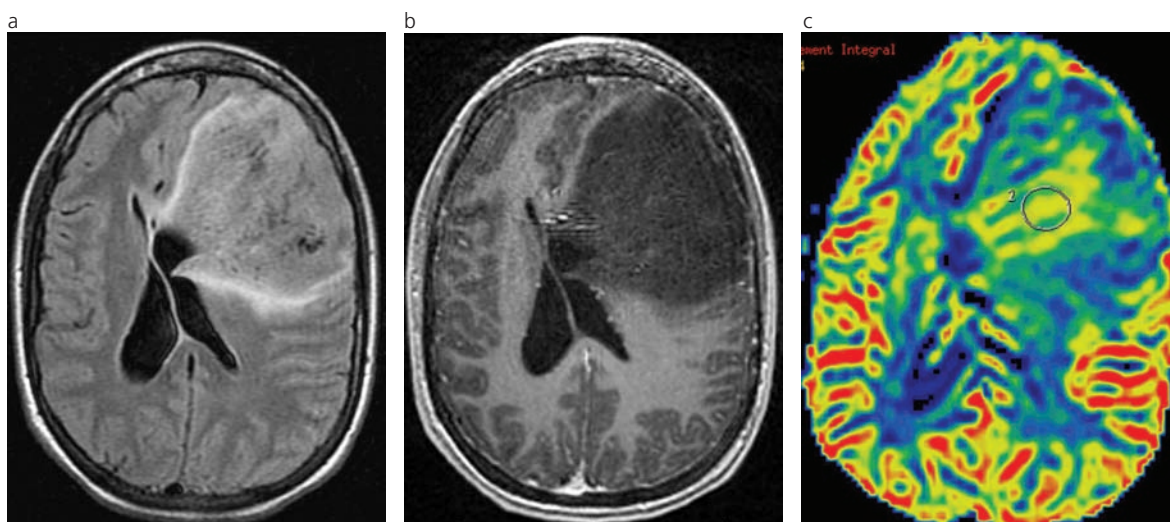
RM de un Oligodendroglioma grado II en el lóbulo frontal izquierdo, con pérdida 1p/19q. (a) Secuencia F.L.A.I.R. que muestra una lesión expansiva frontal izquierda de bordes bien definidos y efecto de masa moderado. (b) Secuencia volumétrica axial ponderada en T1 SPGR. No hay realce tumoral luego de administrar el contraste endovenoso. (c) Mapa cualitativo color de secuencia hemodinámica de perfusión. El área circular muestra un importante incremento del rCBV intralésional en comparación con la región contralateral.
